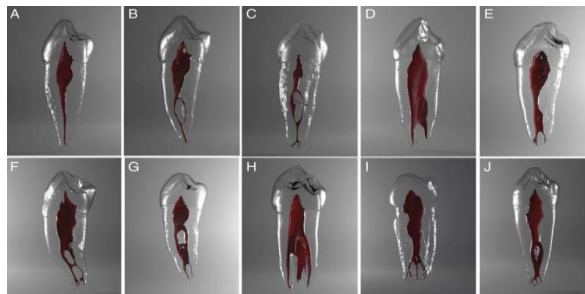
micro-TC realizada por MeVisLab (52)
